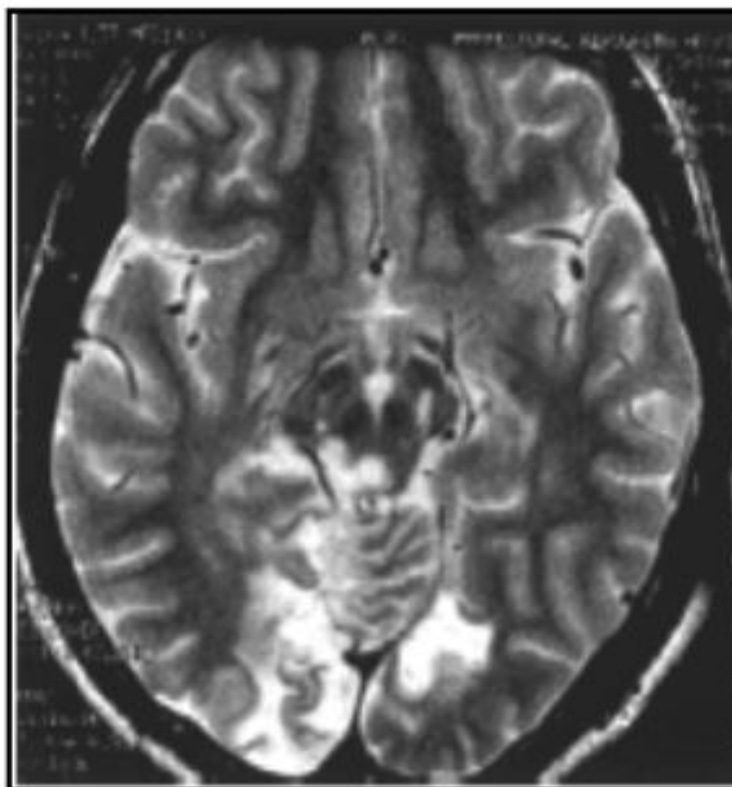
IRM T2 présentant des dommages postopératoires du cerveau aux lobes occipitaux bilatéraux, la moitié dorsale et le thalamus
